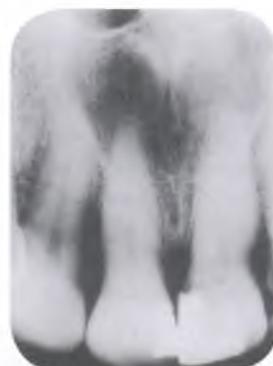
Киста носонёбного протока, имеющая на рентгенограмме классическую форму сердечка.
